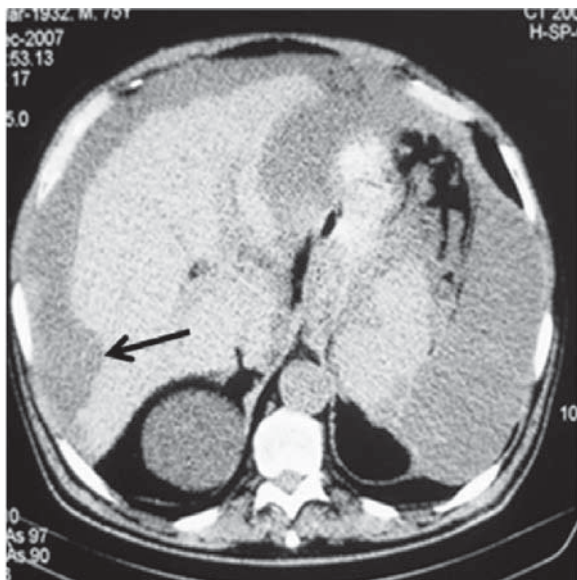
Computed tomography demonstrating mucinous ascites and characteristic impression on the liver surface (arrow - visceral scalloping)
